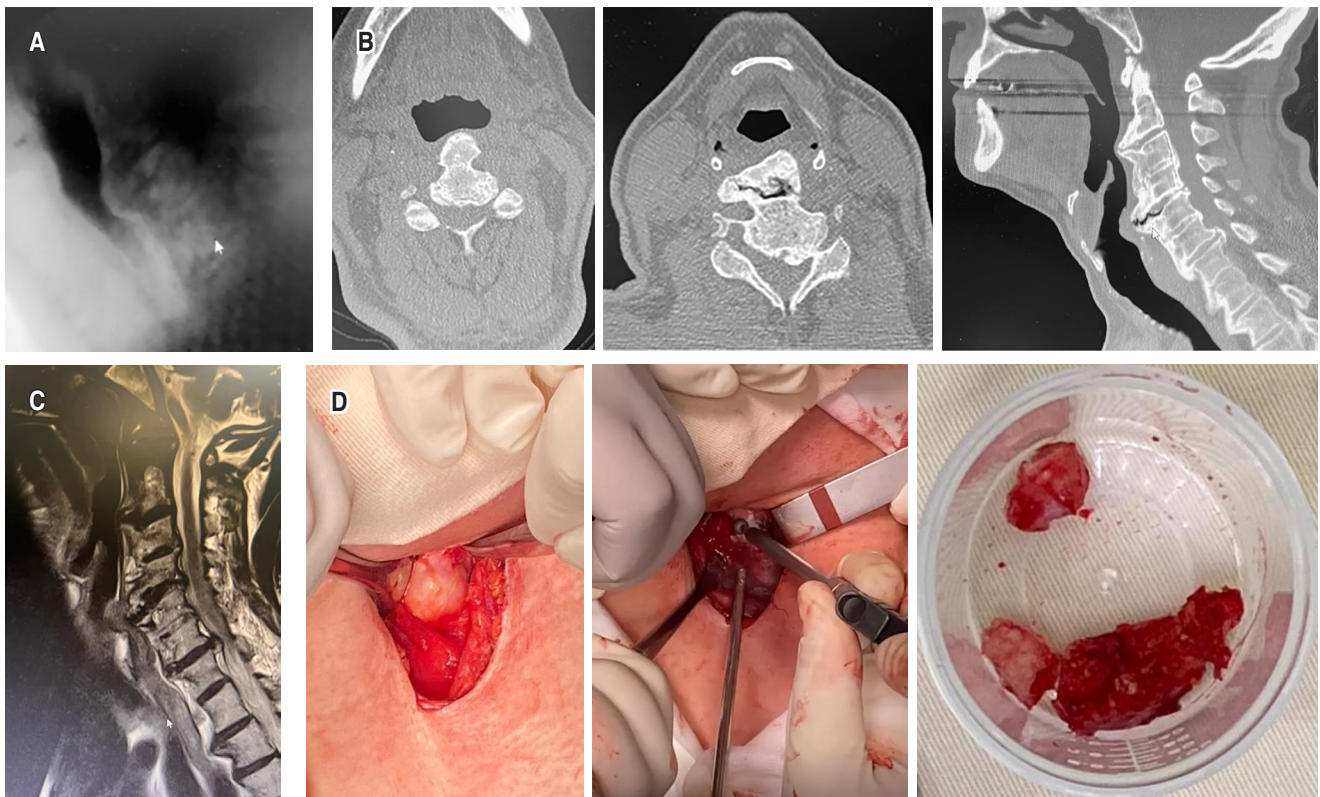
Caso 3. A) Videofluoroscopia de la deglución que demuestra compresión extrínseca de la pared posterior faringoesofágica con alteración del tránsito del bolo alimenticio. B) Tomografía axial computarizada (cortes axiales y reconstrucción sagital) que evidencia osteofitos cervicales anteriores prominentes, responsables de la compresión esofágica. C) Resonancia magnética nuclear que muestra un osteofito anterior voluminoso a nivel cervical, sin compromiso significativo del canal raquídeo. D) Imágenes intraoperatorias que ilustran la exposición quirúrgica, la resección del osteofito y la pieza quirúrgica obtenida.
